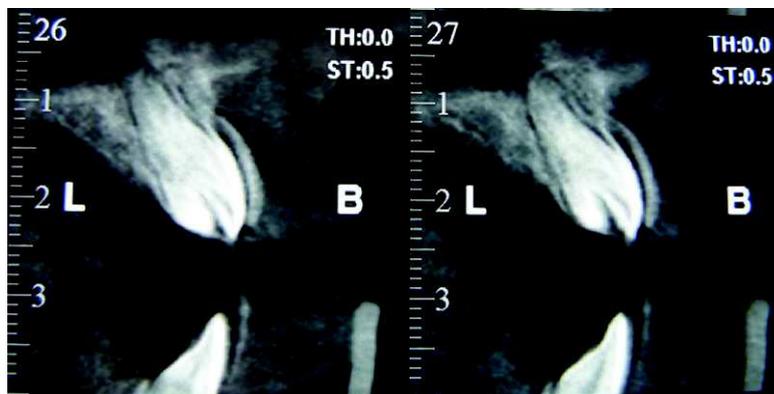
coupes sagittales en CBCT passant par le talon cusp (Source : CRMR)
